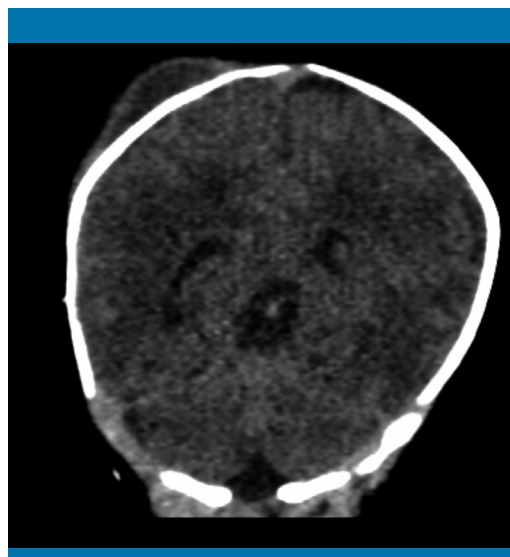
TC craneal en la que se aprecia un cefalohematoma sin complicaciones asociadas
